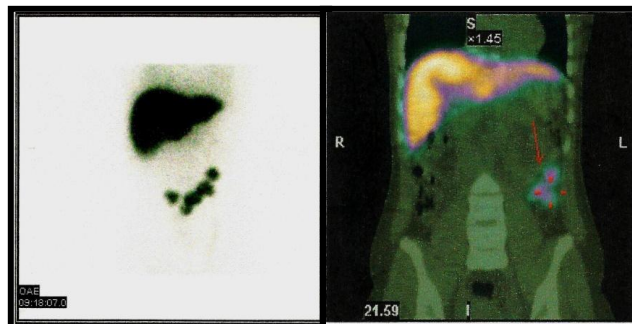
Cintilografia hepatoesplênica com estanho coloidal marcado com Tc 99m em SPECT/CT.
